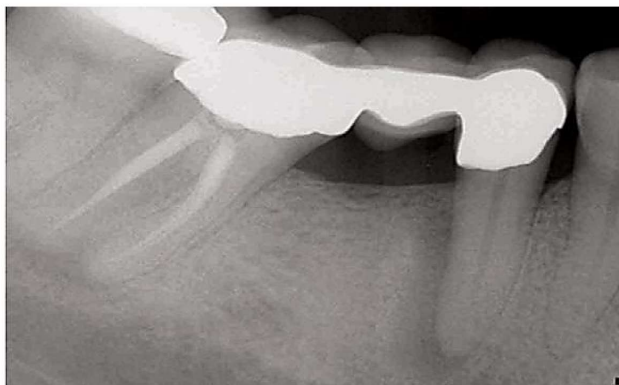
Рентгенограмма после эндодонтического лечения зуба. После эндодонтического лечения развилась патология поражения тканей пародонта.
